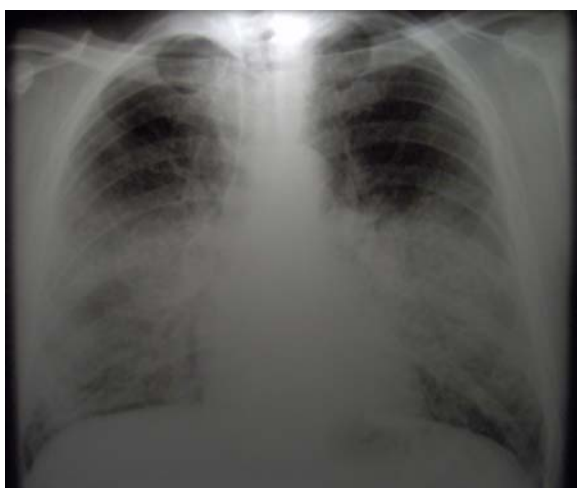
Rx y TAC del tórax durante las primeras etapas de la enfermedad. Lesiones consolidativas que predominan en áreas declive, sin compromiso mediastinal ni pleural.
